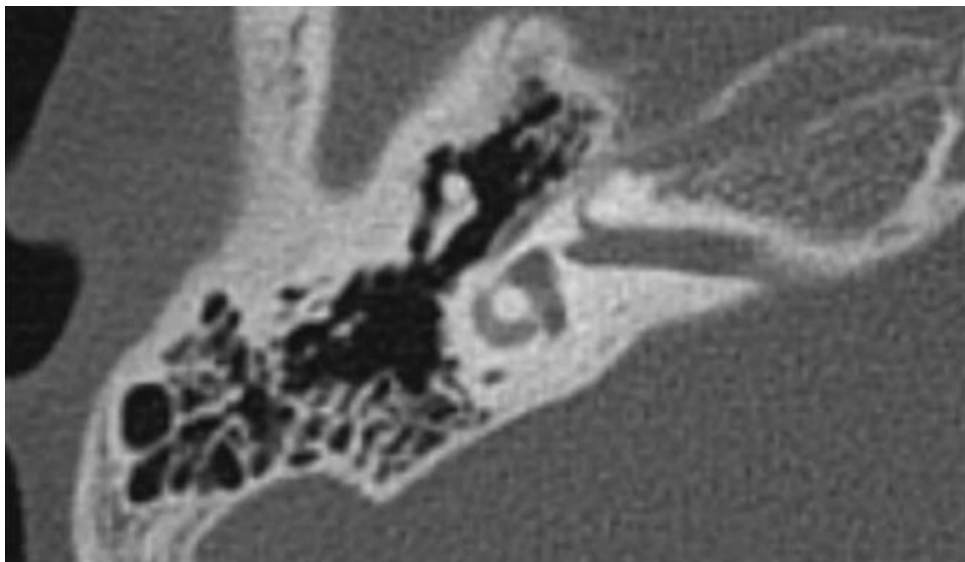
МСКТ височной кости: АУ с сохранением вестибулярной части лабиринта
